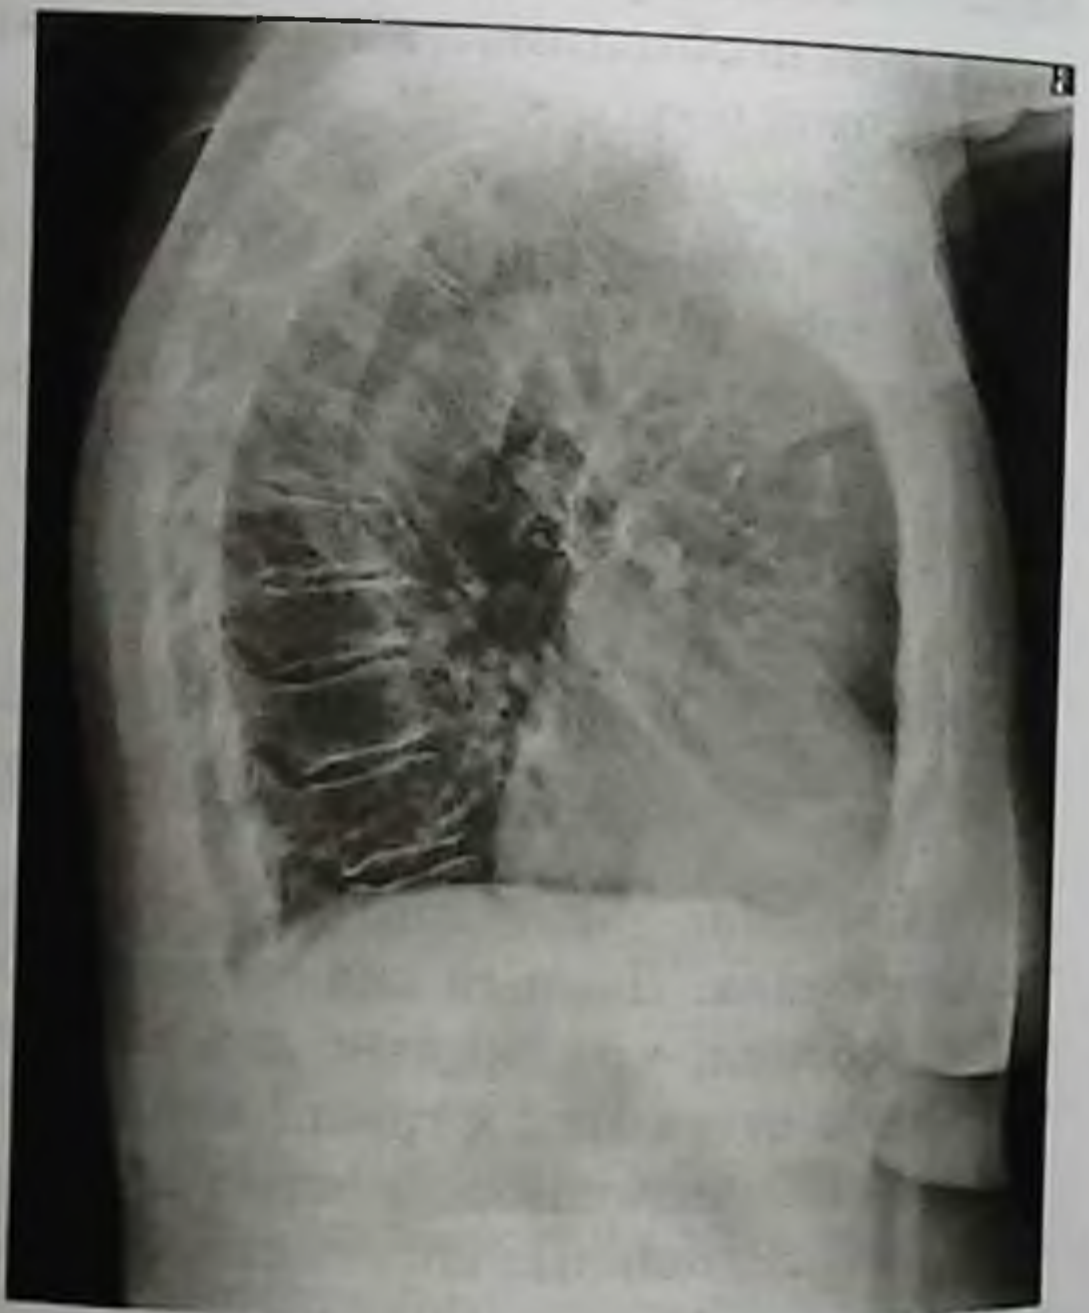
Рентгенограмма пациента 13 лет с типичной рентгенологической картиной болезни Шойерманна–Мау
